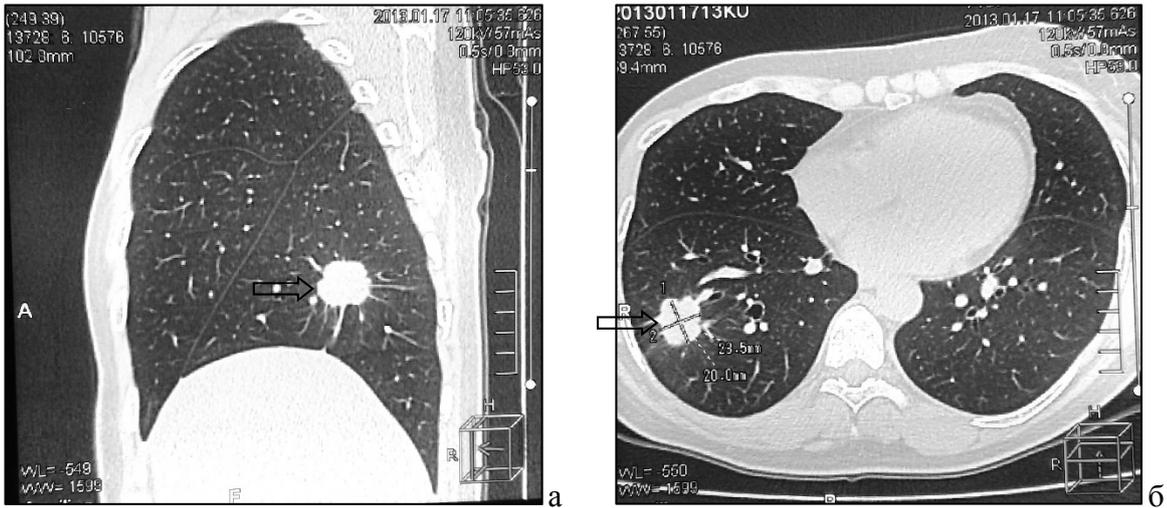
КТ-картина метастаза в нижнюю долю правого легкого (стрелка): а – сагиттальная плоскость; б – горизонтальная плоскость (объяснение в тексте)
